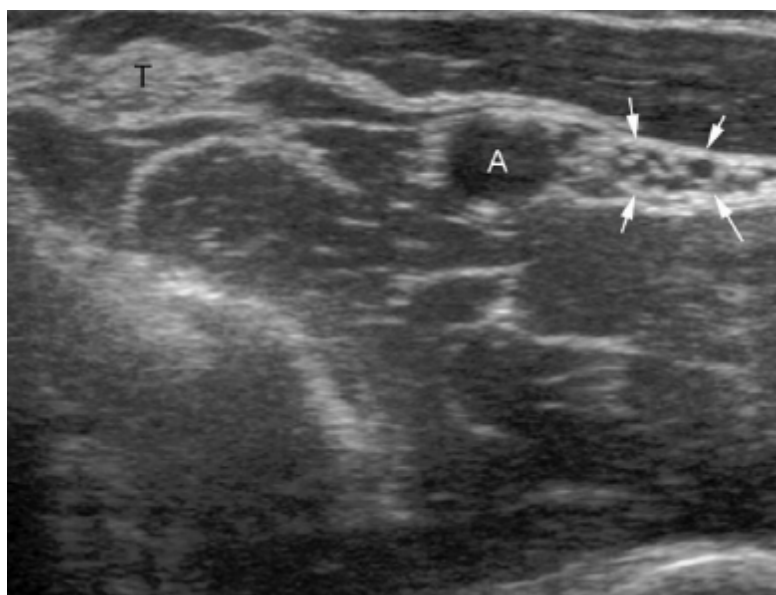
Échographie au niveau du pli du coude réalisée en coupe axiale, qui retrouve de dehors en dedans le tendon du biceps brachial (T), l'artère humérale (A) et le nerf médian (→).[70]
